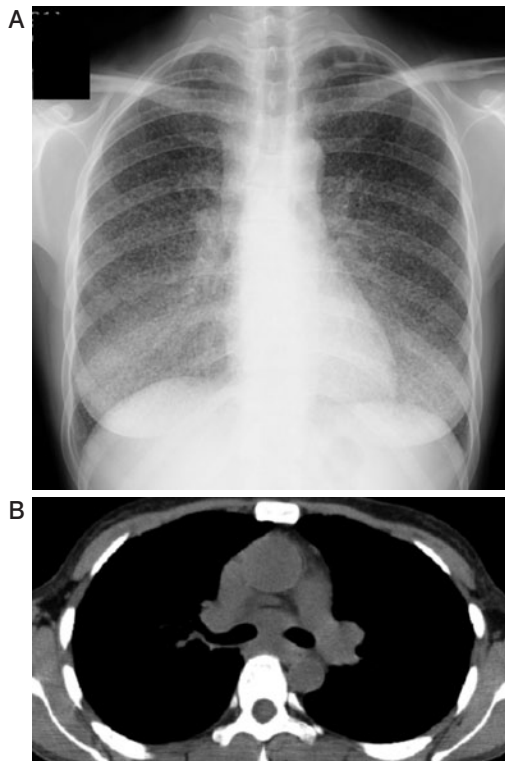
症例1. (A) 胸部X線前後 (PA 像). 径1~2 mm ほどの粒状影がびまん性に密にみられ, 肺の血管影は不明瞭である. 両肺尖部に嚢胞の存在と右縦隔肺門リンパ節腫脹が疑われる. (B) 肺門部付近の縦隔条件 CT. 縦隔肺門リンパ節腫脹が明らかである.
